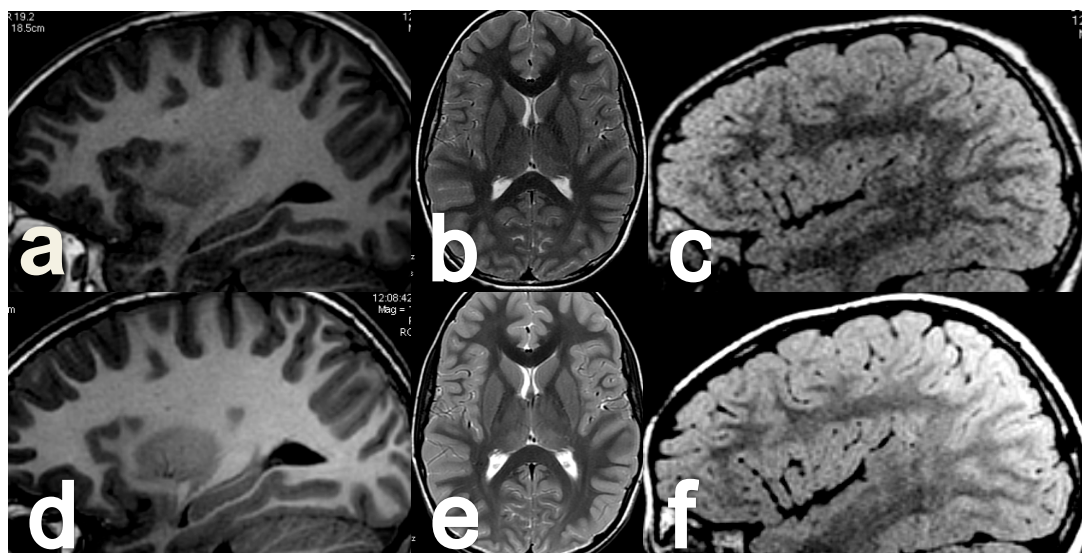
Protocolo de epilepsia en 1,5T y 3T. En la fila superior se presentan adquisición en 1,5T y en la fila inferior la adquisición 3T con secuencias T1 (a y d), T2 (b y e) y FLAIR (c y f). Puede observarse en todas las secuencias realizadas en 3T un aumento en el contraste y de la relación señal/ruido en las secuencias T1 y T2, así como un aumento de la relación señal/ruido sin aumento del contraste en la secuencia FLAIR.
